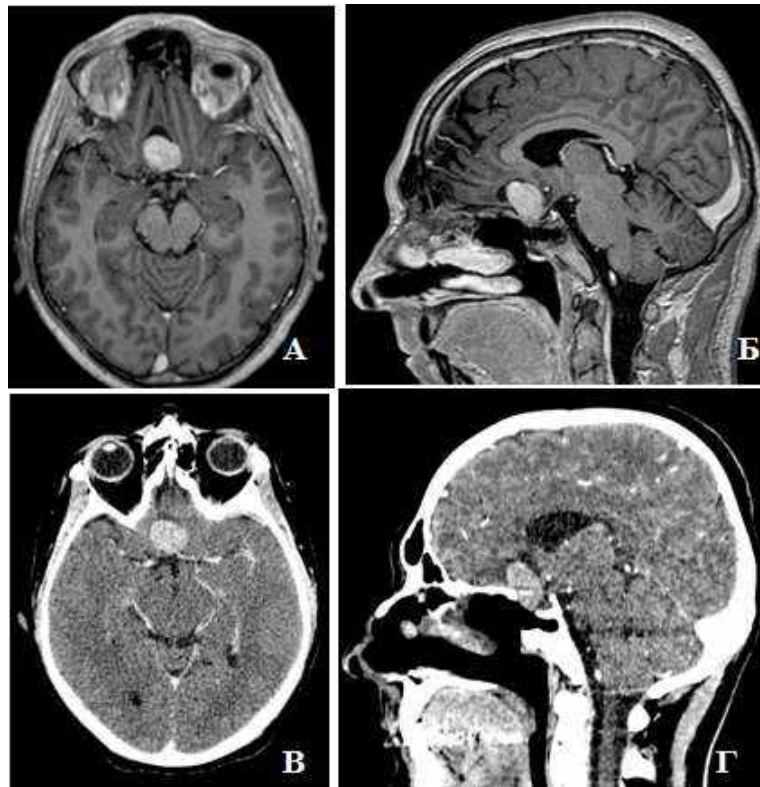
Спостереження №57. Пацієнт Б-ан, 42 років, історія хвороби №164480. МСКТ та МРТ зображення. А, Б — МСКТ-АГ. В, Г — МРТ з внутрішньовенним контрастуванням
